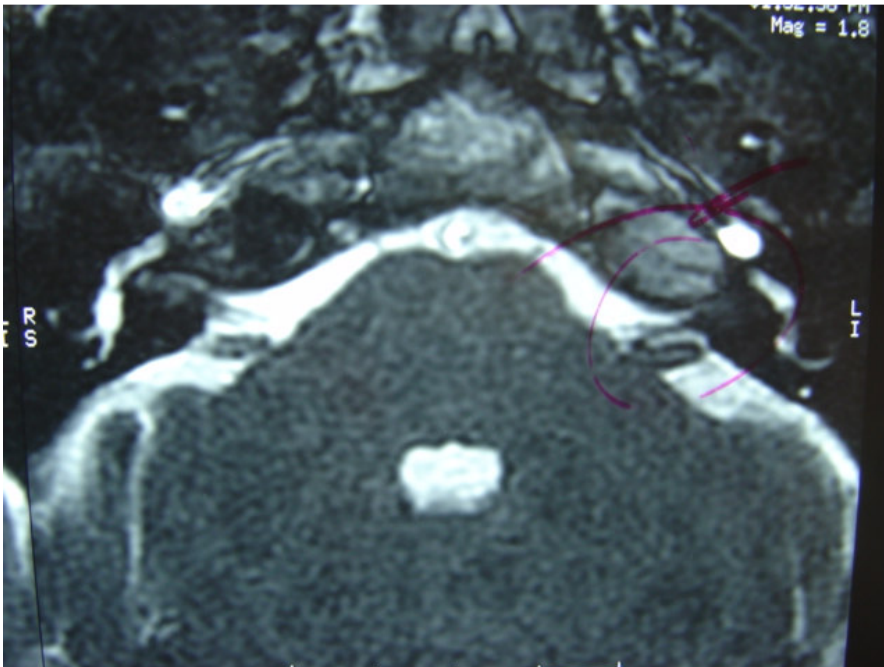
Imagen de Resonancia Magnética nuclear donde se observa compresión del nervio trigémino por estructura vascular.
